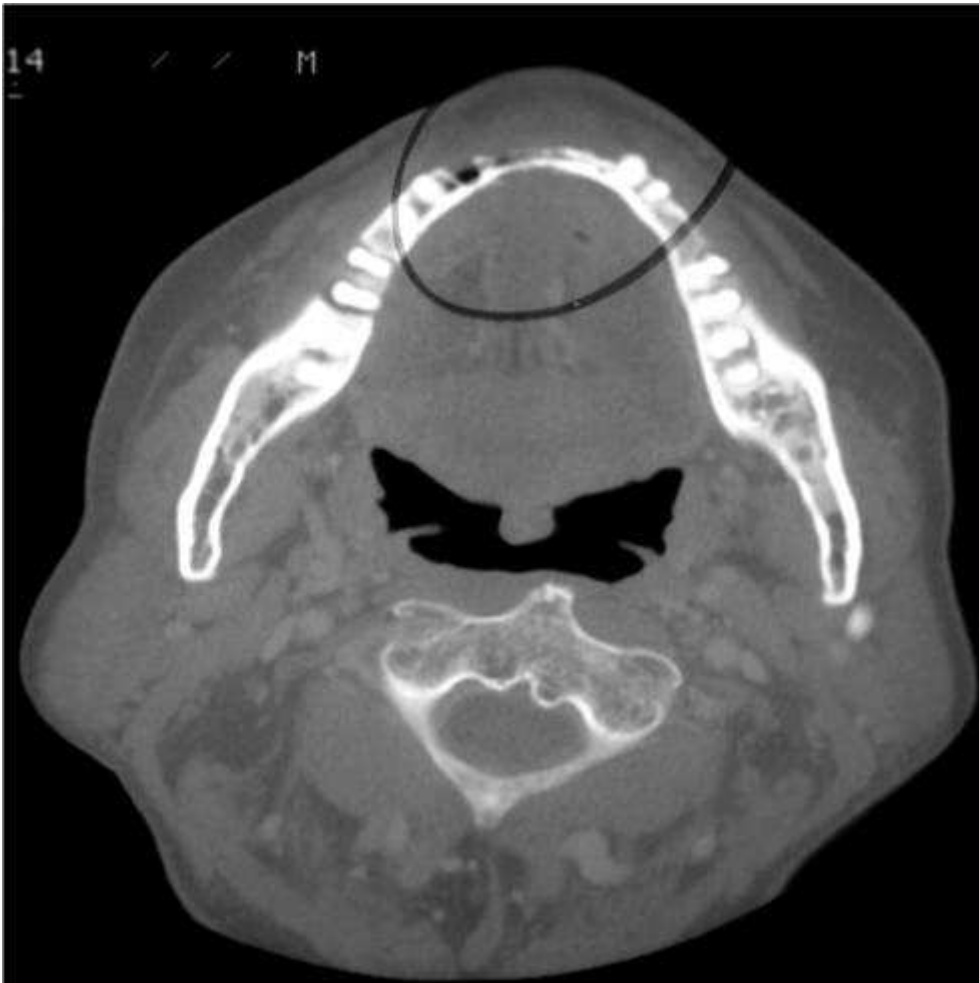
TC em corte axial mostrando alteração do trabeculado ósseo e erosão de cortical caso de ONMAB
